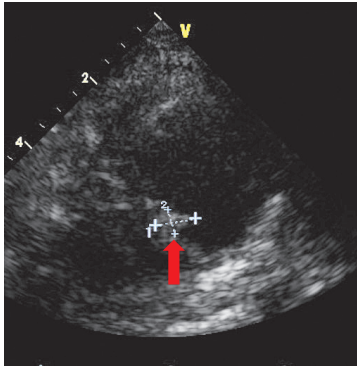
心エコー. 左肺心尖部瘤状部に15×15mmの血栓様構造物を認める(矢印).
